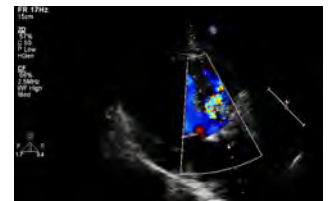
Colour doppler revealed ventricular septal defect.
